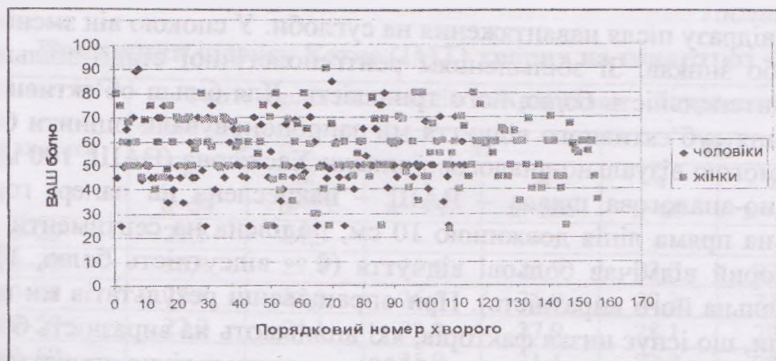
Показники значення болю за VAS болів у хворих чоловічої та жіночої статі II рентгенологічної стадії гонартрозу
